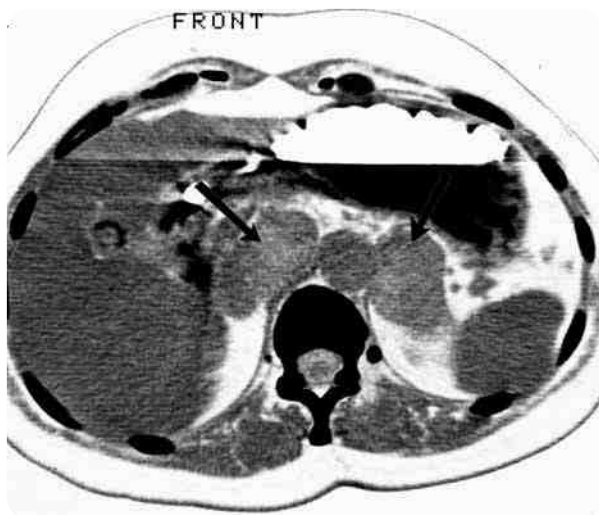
КТ двусторонних феохромоцитом (отмечены стрелками) при синдроме Сиппла
